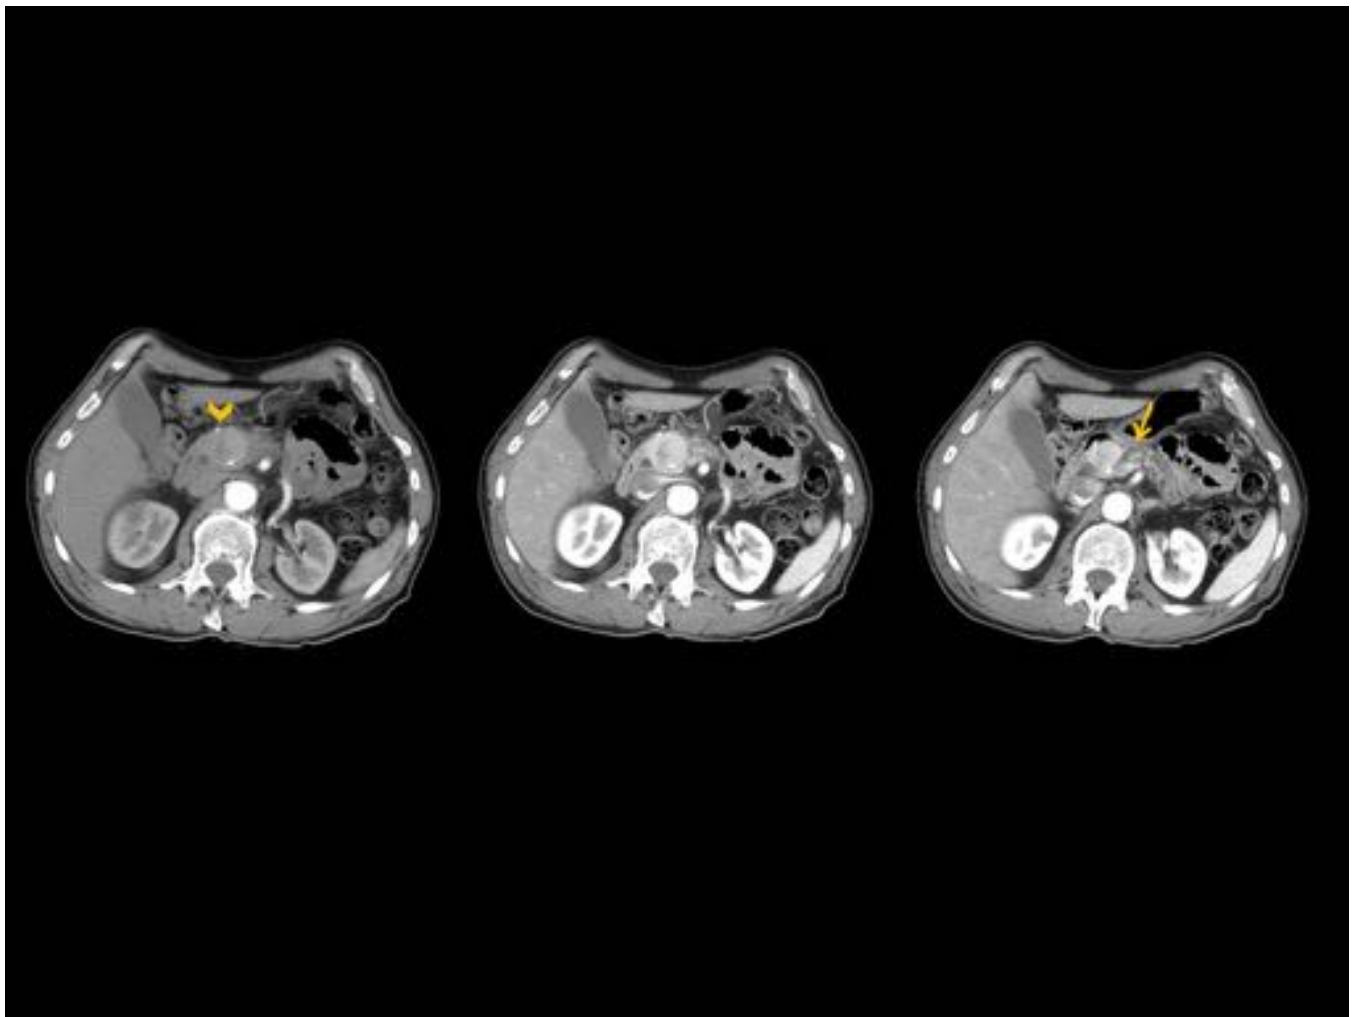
TNE no funcionante en cabeza del páncreas. Imágenes en plano axial de TC diagnóstico. En la imagen de la izquierda en fase arterial temprana se identifica una lesión sólida con calcificaciones en su interior, discretamente hiperdensa. En fase arterial tardía se produce un intenso realce. Condiciona dilatación retrógrada del conducto de Wirsung (flecha) y leve dilatación del colédoco distal, así como atrofia del resto del páncreas.
